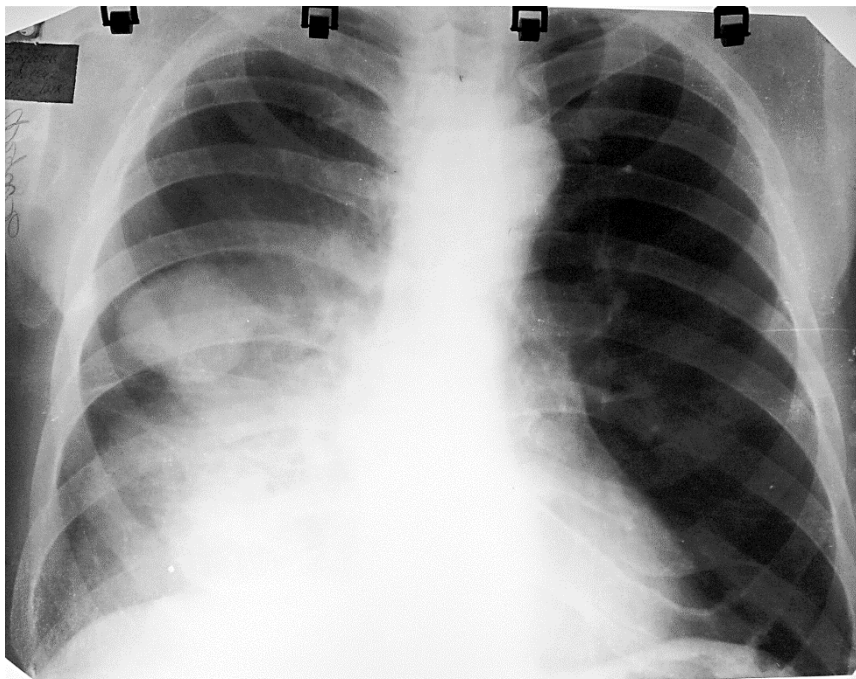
Оглядова пряма рентгенограма. Дев'ятий тип рентгеноморфологічного синдрому плеврального випоту справа
